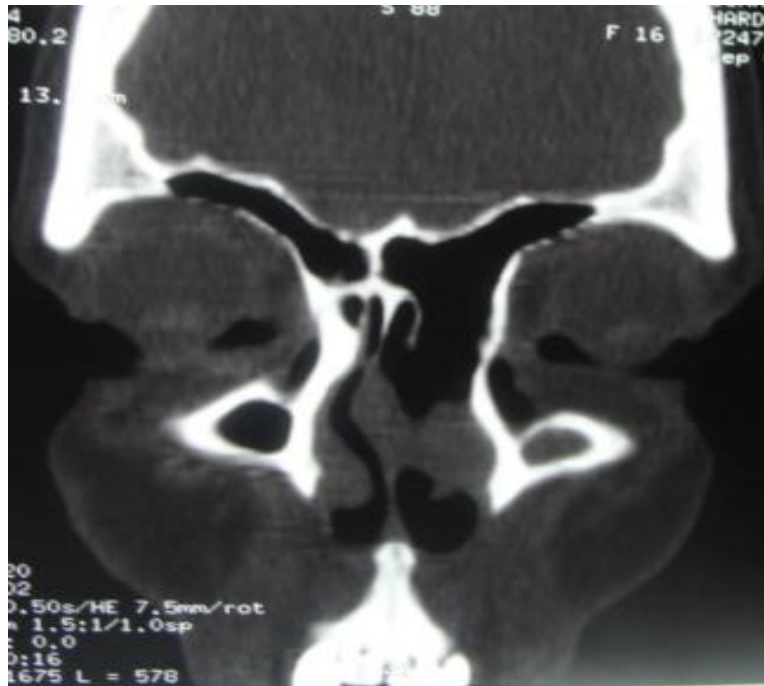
TDM a un mois après méatotomie moyenne et ethmoïdectomie + Draf II
